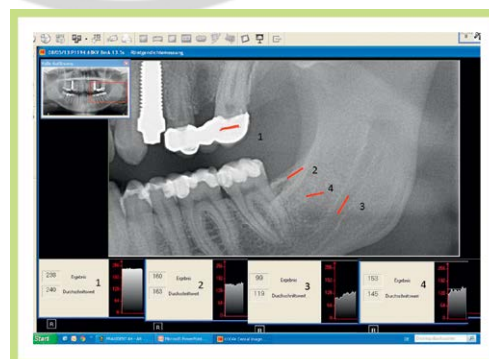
Vorgehen der Röntgendichtemessung in 4 definierten Bereichen.
